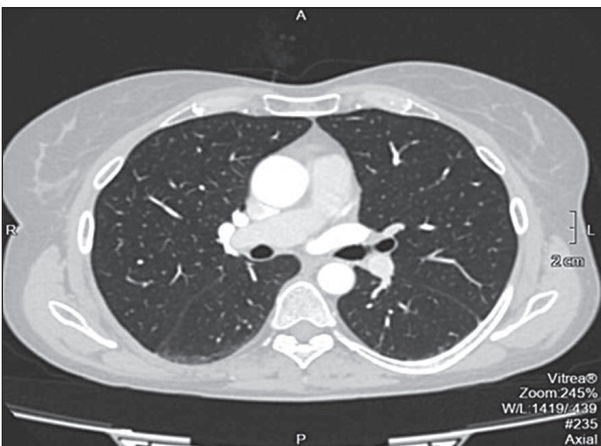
СКТ органів грудної порожнини.
